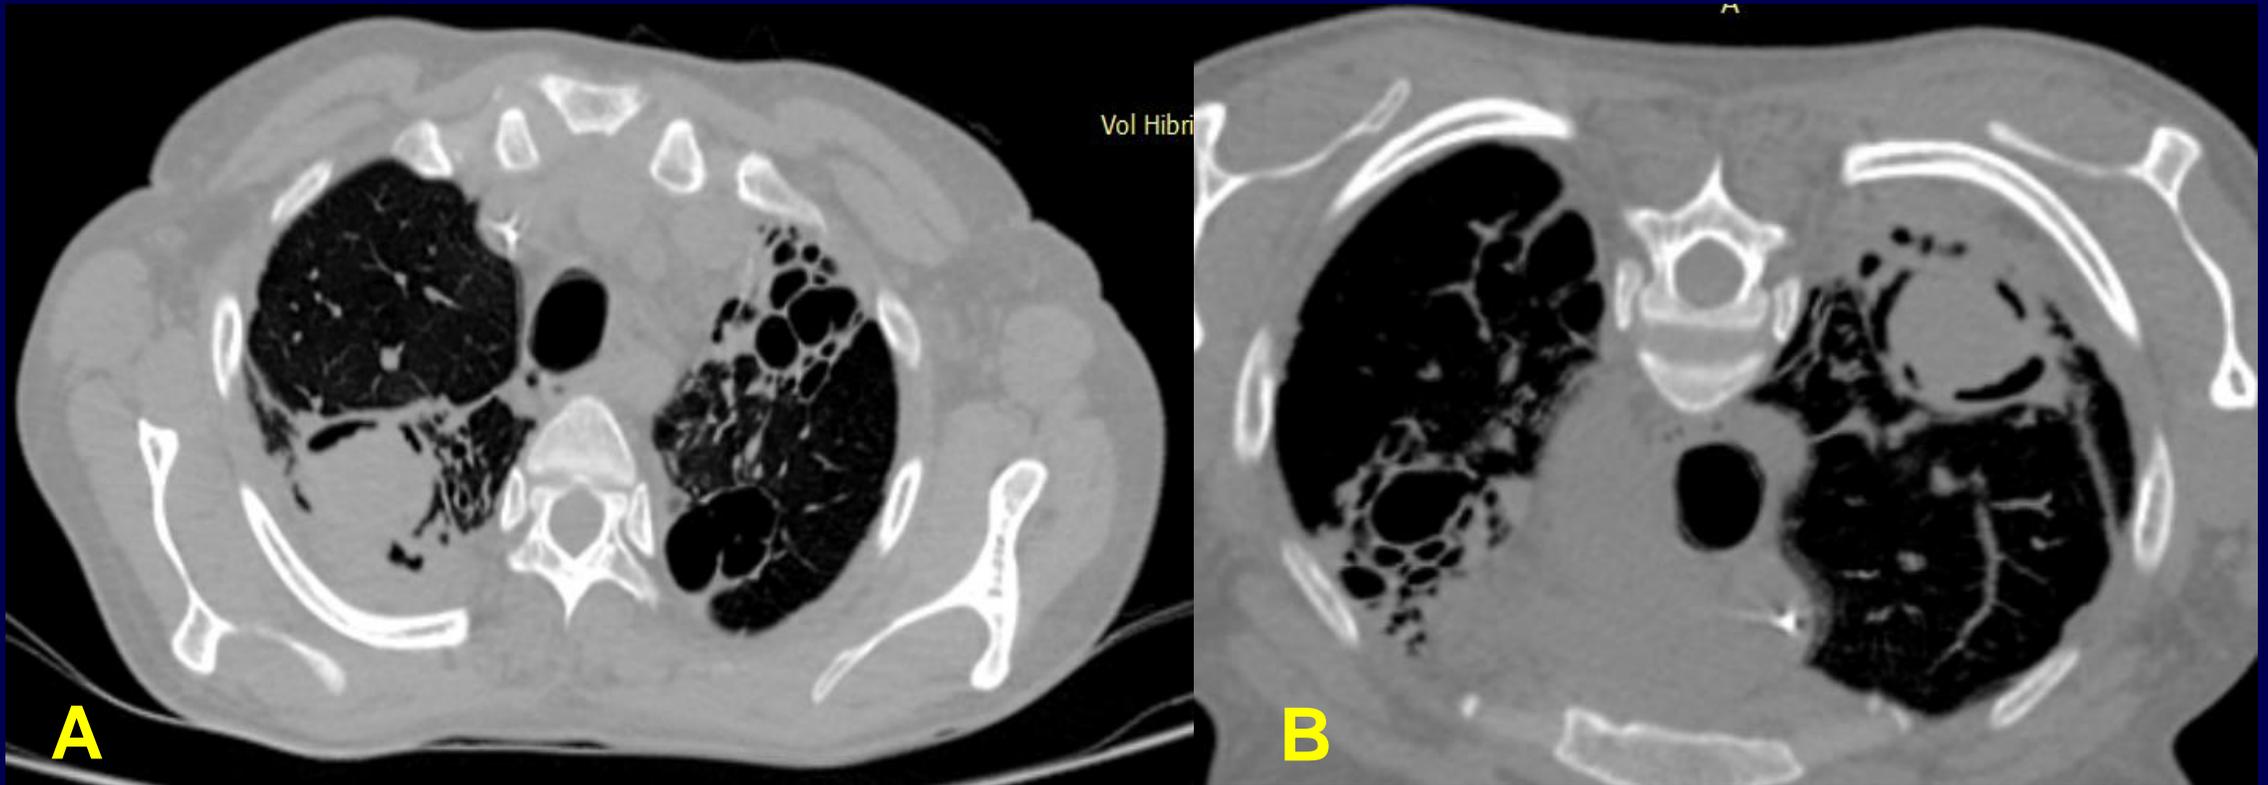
TC de tórax sin contraste en cortes axiales A) decúbito horizontal. B) decúbito prono. Paciente femenina de 39 años, quien realizó tratamiento completo para tuberculosis pulmonar. Consultó al servicio de emergencias por astenia y adinamia. Se realizó serología donde se evidenció IG "E" positiva para *Aspergillus*. *Observamos una imagen cavitada, con una masa en su interior, asociado a engrosamiento de la pared y pleura adyacentes.*
